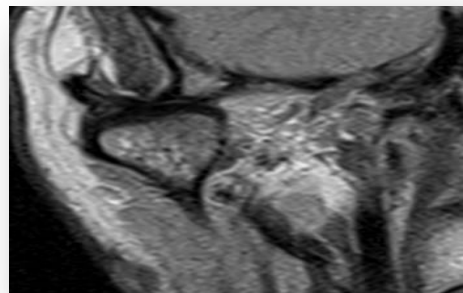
IRM, secțiune oblic-coronală PD
